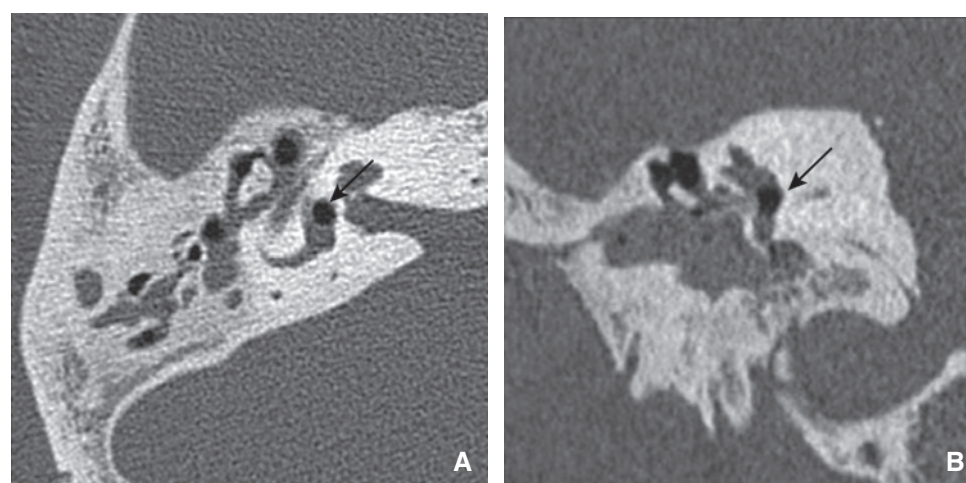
Pneumolabyrinthe. Coupes TDM axiale (A) et sagittale (B) : bulle d'air dans le vestibule (flèche) faisant suspecter une fistule labyrinthique (flèches).
